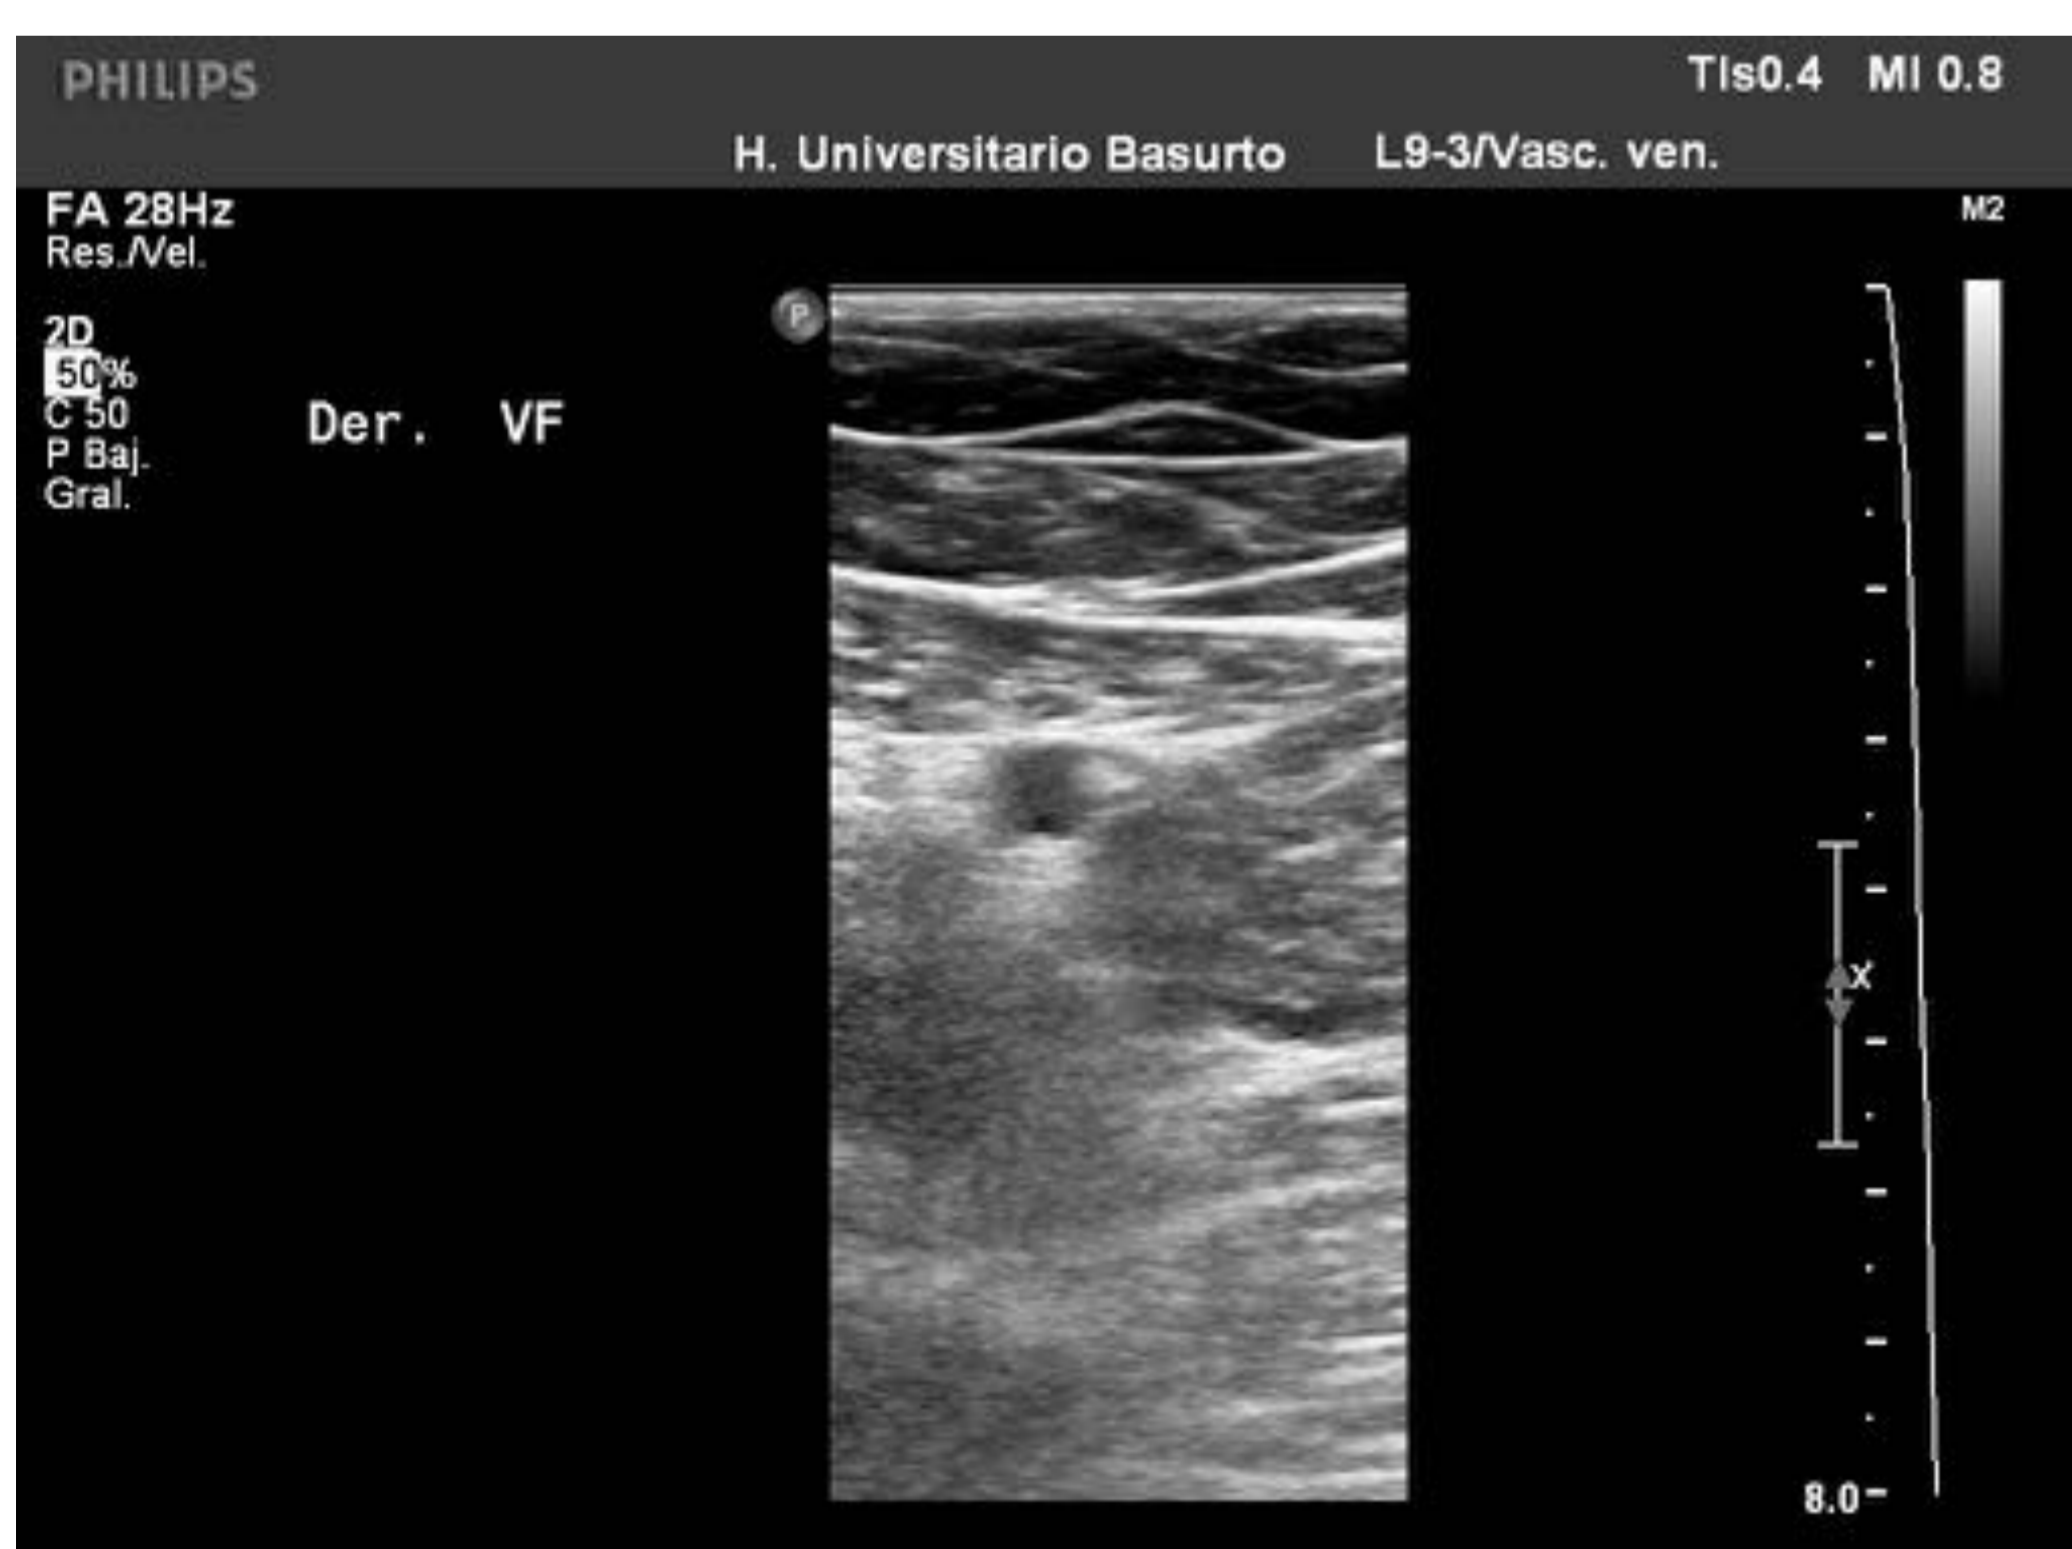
Ecografía en modo B y doppler color de vena femoral derecha en las que se observa permeabilidad normal.
